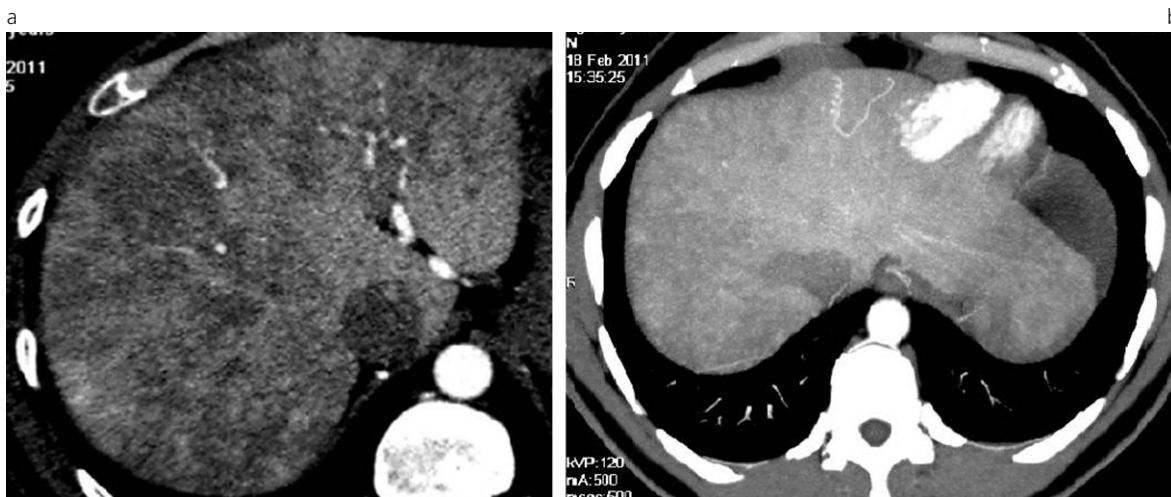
Trastorno de la perfusión hepática en un paciente varón de 41 años de edad con diagnóstico de THH. Corte axial de angio-TC abdominal (a) y su reconstrucción (b), en el que se observa parénquima hepático marcadamente heterogéneo e hiperdenso con la administración de contraste, como consecuencia de una alteración difusa de la perfusión del mismo.
